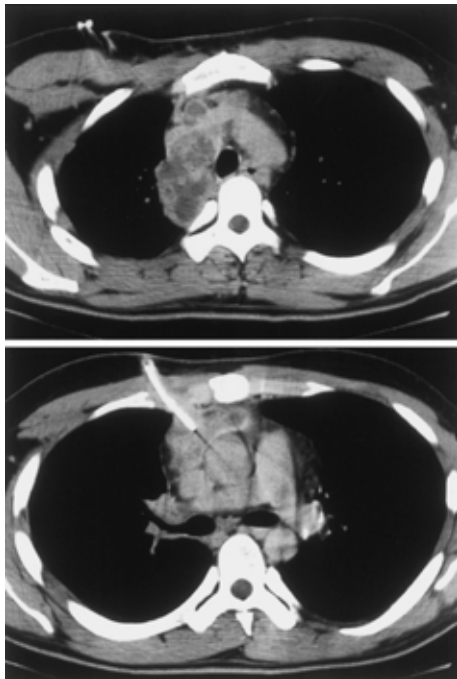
Chest CT images in Nov. show development of lymphadenopathy (upper panel) and reduction of abscess by drainage (lower panel).
